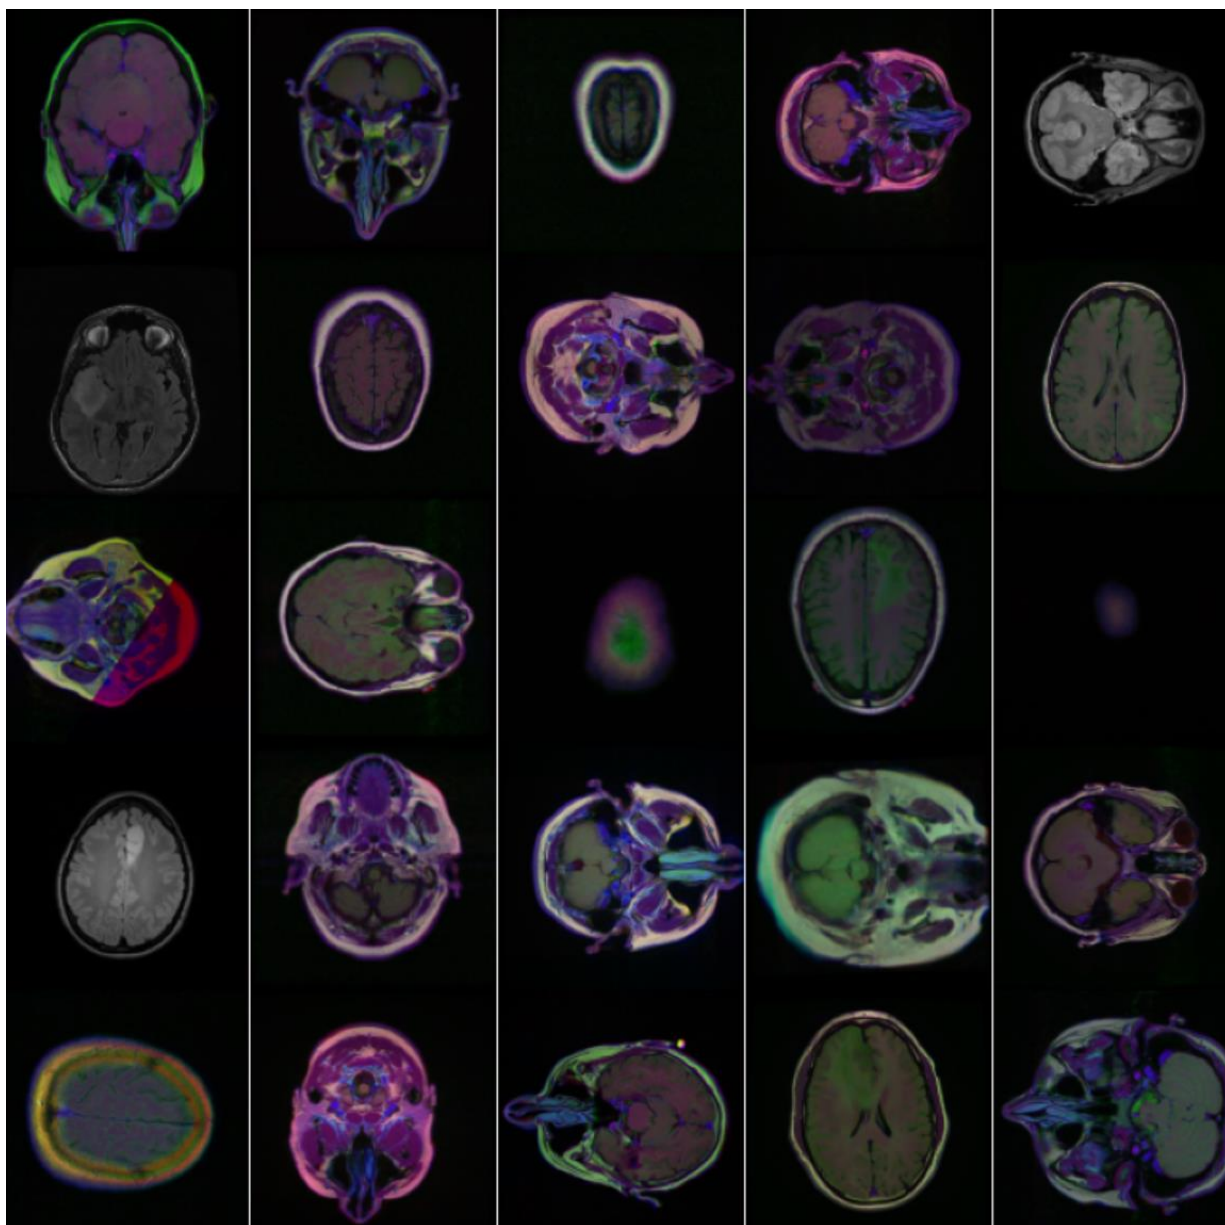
Випадкові приклади аугментованих МРТ-знімків, згенерованих у тренувальному пайплайні. Видно різноманіття позицій, орієнтацій і контрастності зображень.
